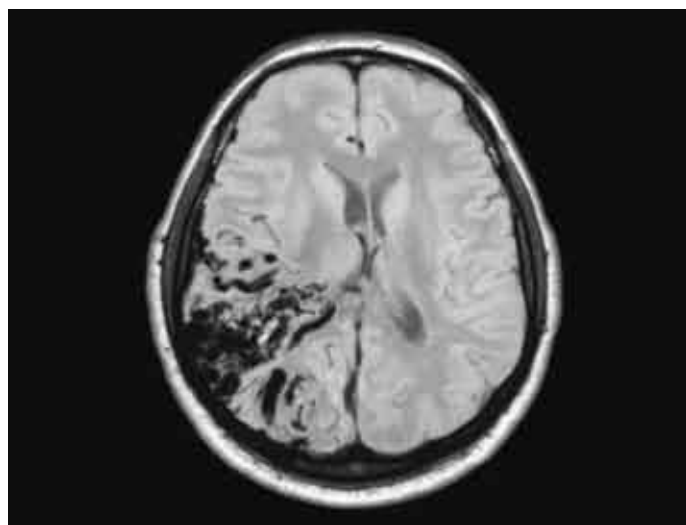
RM. Malformación arteriovenosa parietal derecha.
